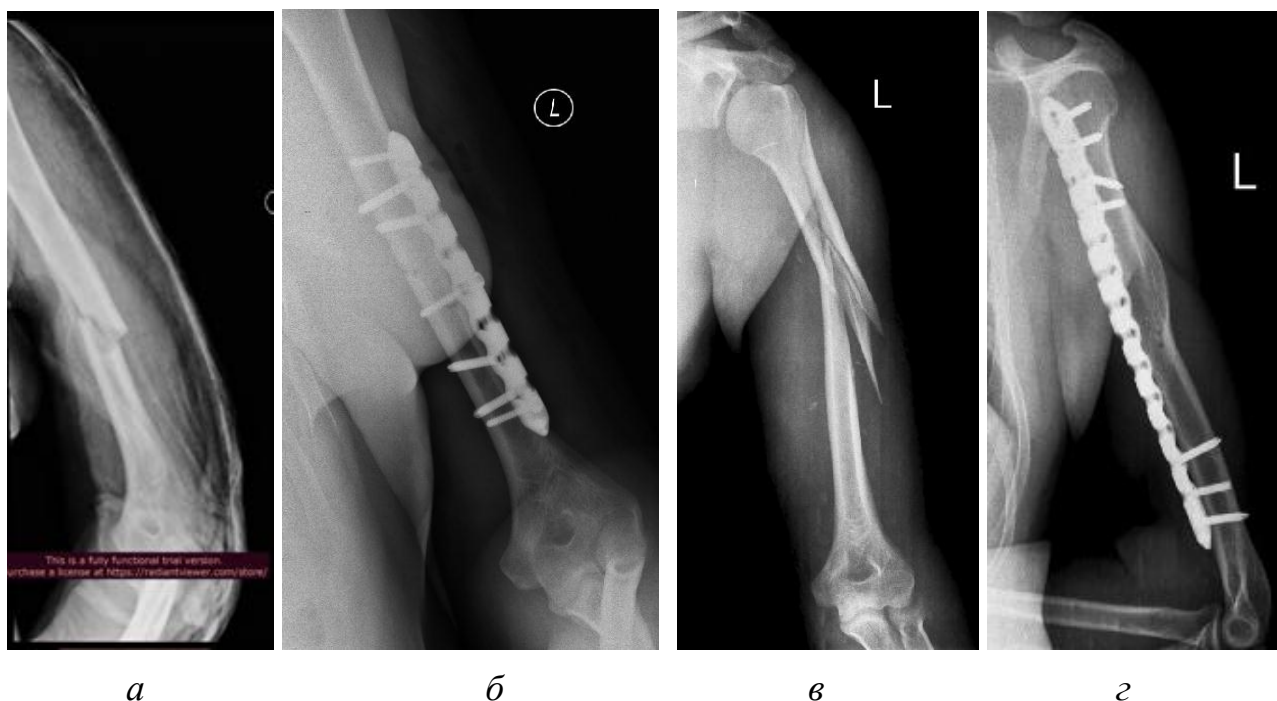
Рентгенограммы пострадавших с диафизарными переломами плечевой кости, прооперированных разработанной пластиной:
